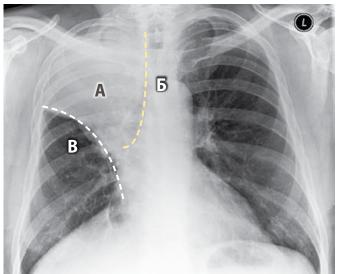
На рентгенограмме прослеживается инфильтрация правой верхней доли (А). Имеется граница между двумя типами ткани: заполненной воздухом легочной тканью (черная на рентгенограмме) и плотными структурами (белые). Когда легочная ткань становится уплотненной (то есть заполненной жидкостью или плотной тканью) или коллабированной, она абсорбирует большее количество рентгеновских лучей, и становится больше похожа на окружающие костные структуры. Таким образом, граница между воздушной легочной и костной тканями исчезает (Б). Горизонтальная щель (В) между расширенной средней долей и уплотненной верхней приподнята вверх, что говорит о частичном ателектазировании верхней доли.
